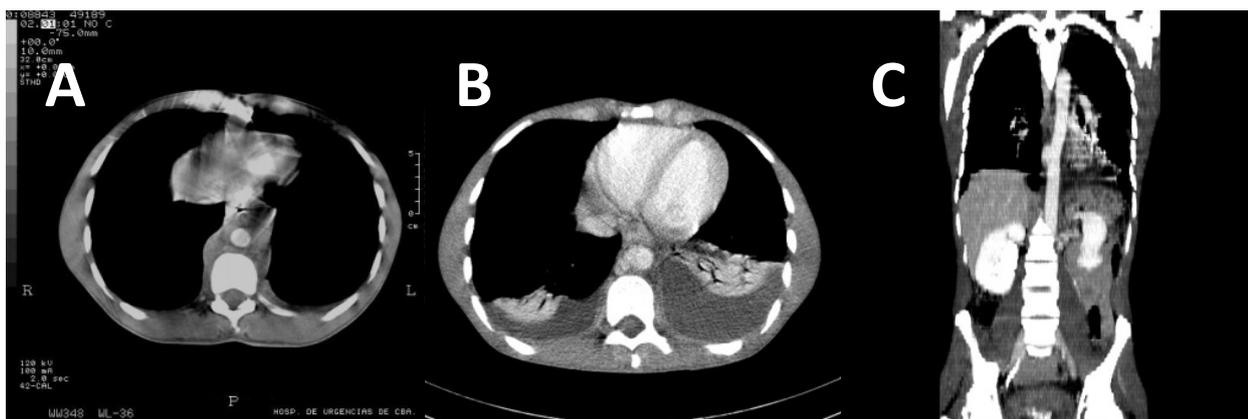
A. Tomografía axial computada con contraste de injuria de la aorta supradiafragmática, efectuada con tomógrafo convencional. El cambio de la morfología aórtica es apenas perceptible y se distingue el hematoma periaórtico. B. TC axial helicoidal con contraste, del mismo paciente, 5 días más tarde. Tanto por el tiempo transcurrido como por la diferente condición técnica del tomógrafo, se distingue el pseudoaneurisma asociado a derrame pleural bilateral. C. La reconstrucción coronal de los cortes helicoidales de 5mm muestra los artificios en “persiana veneciana” con líneas horizontales que expresan la menor resolución espacial fuera del plano axial.
